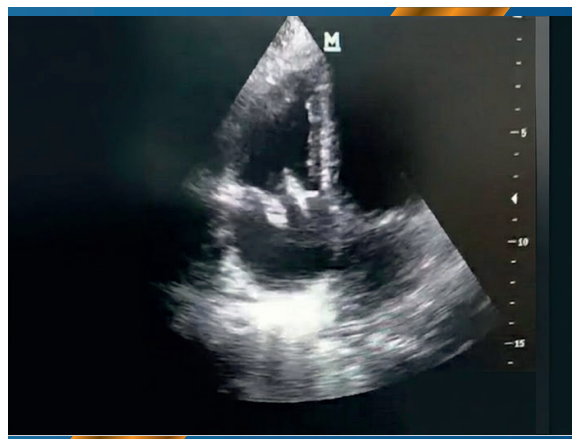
Ecocardiograma tratorácico
